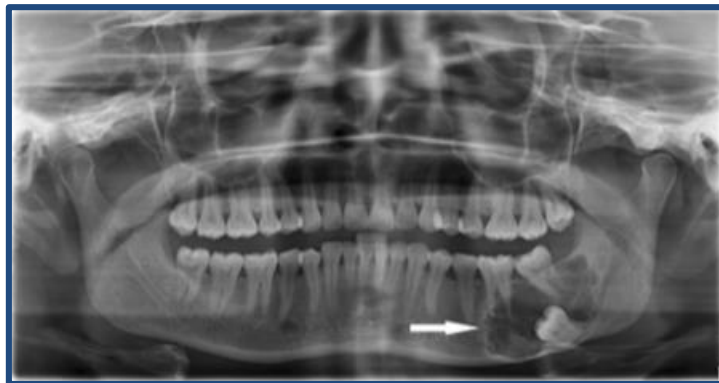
Ortopantomografía donde se observa una radiolucidez multilocular con áreas de radiopacidad en la zona del diente 36 y 37 no erupcionado.
